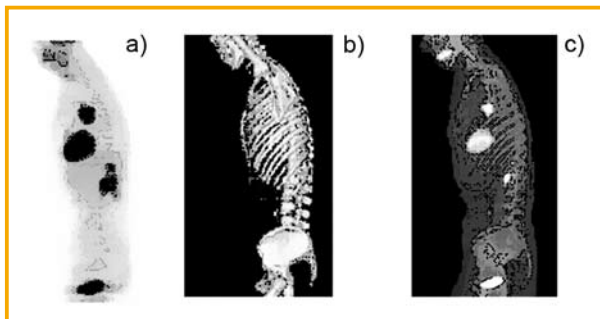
a) Imagem PET, b) Imagem TC, c) Co-registo PET/TC. Situação de tumor do pulmão.
